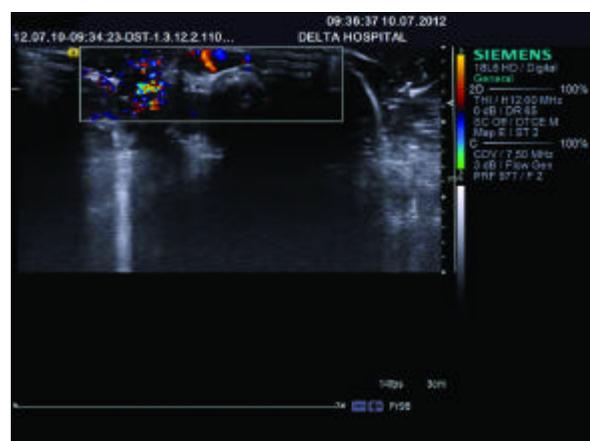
Imagine ultrasonografică Doppler color.
